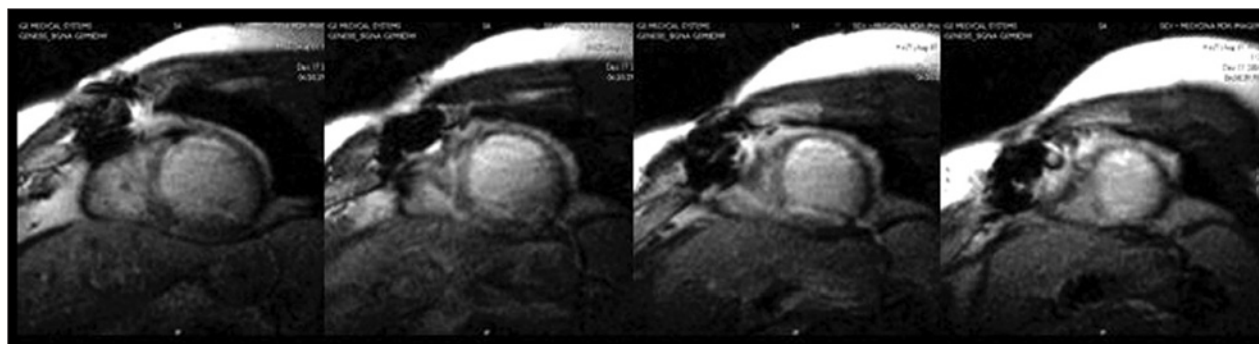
Imagens da RNM pela técnica de realce tardio, evidenciando significativa área de necrose transmural (borda esbranquiçada) na parede anterior, no exame pré-TC.
